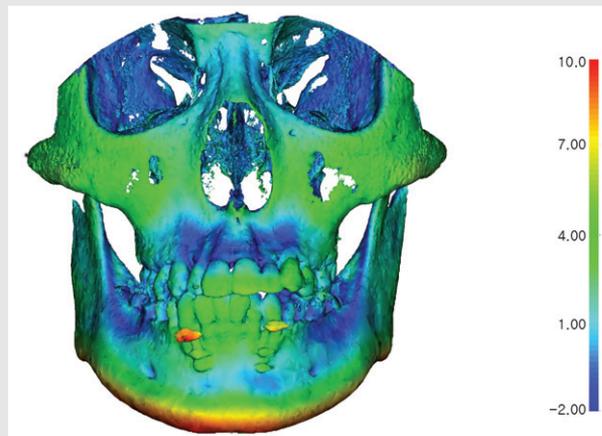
'ShapePopulationViewer' module can show the difference between two CBCT images in color map.
